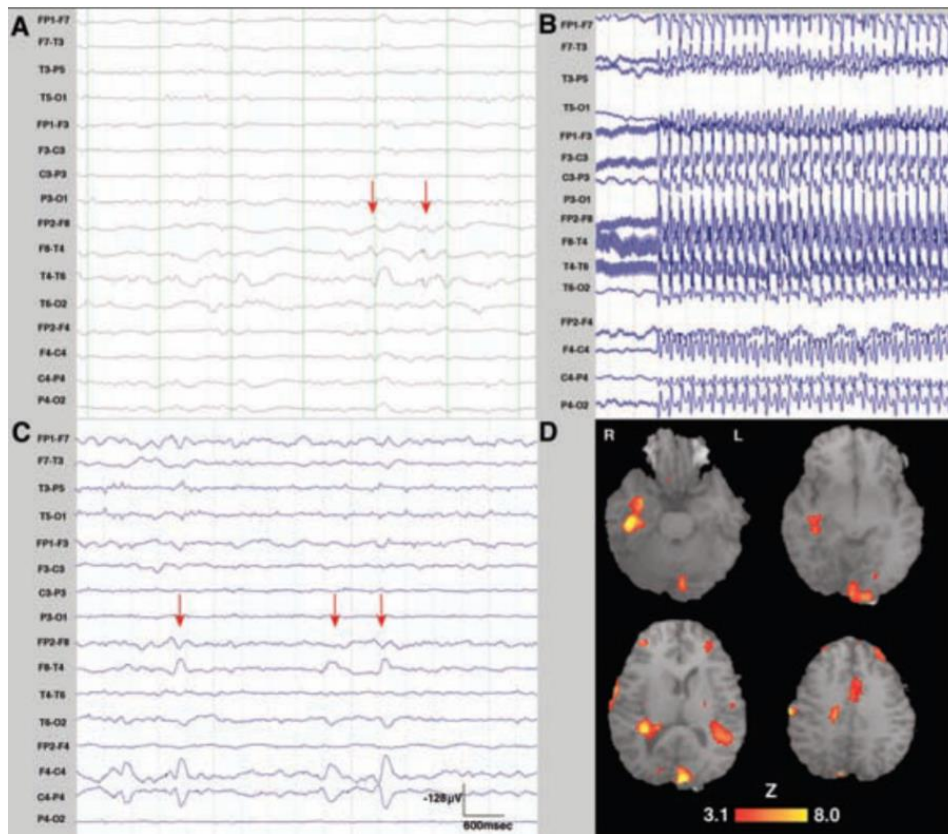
A EEG, B EEG während MRT, C interiktale Entladungen (rot), D BOLD-Signal (Beers und Federico 2012, S. 280)
